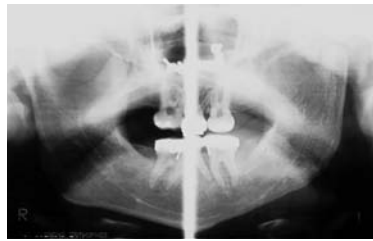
Radiografia pós-operatória: observa-se a remodelação do côndilo do lado esquerdo.
